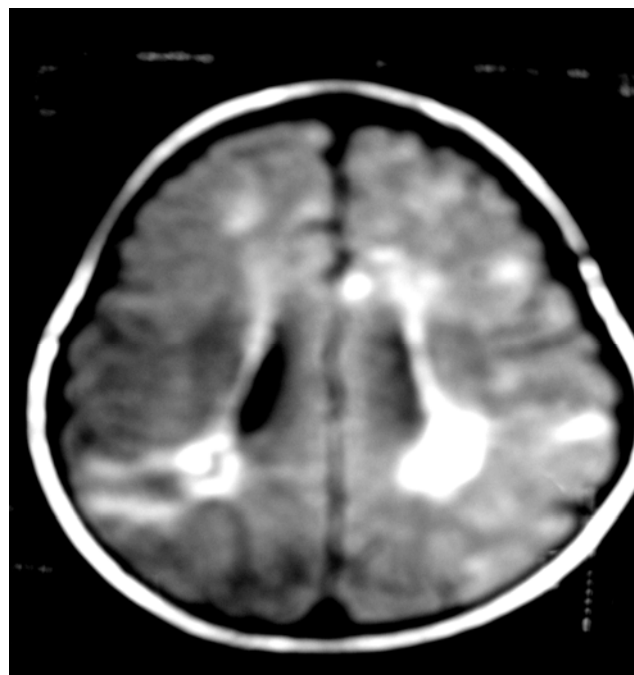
IRM cérébrale montrant une leucodystrophie chez un enfant de 2 ans présentant le syndrome de Lennox_Gastaut.
